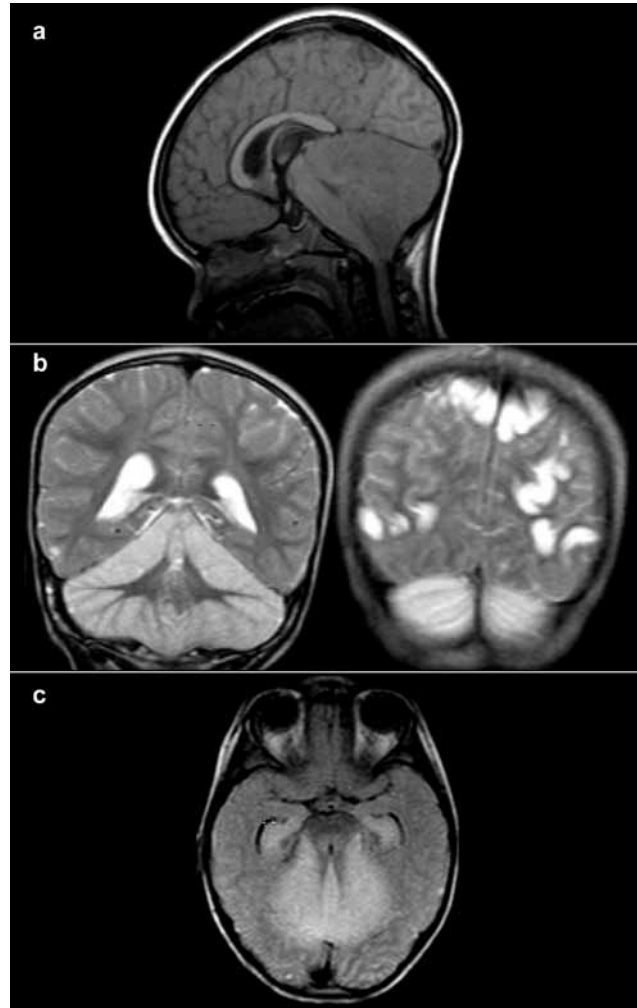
RM CE. a) T1 sagital - aumento de volume do cerebelo, com obliteração dos espaços de líquido da fossa posterior, compressão do IV^o ventrículo e herniação descendente das amígdalas cerebelosas. b) T2 coronal - hipersinal cortical cerebeloso difuso e hiperintensidades corticais occipito-parietais focais bilaterais. c) FLAIR axial - hipersinal dos hipocampos.
